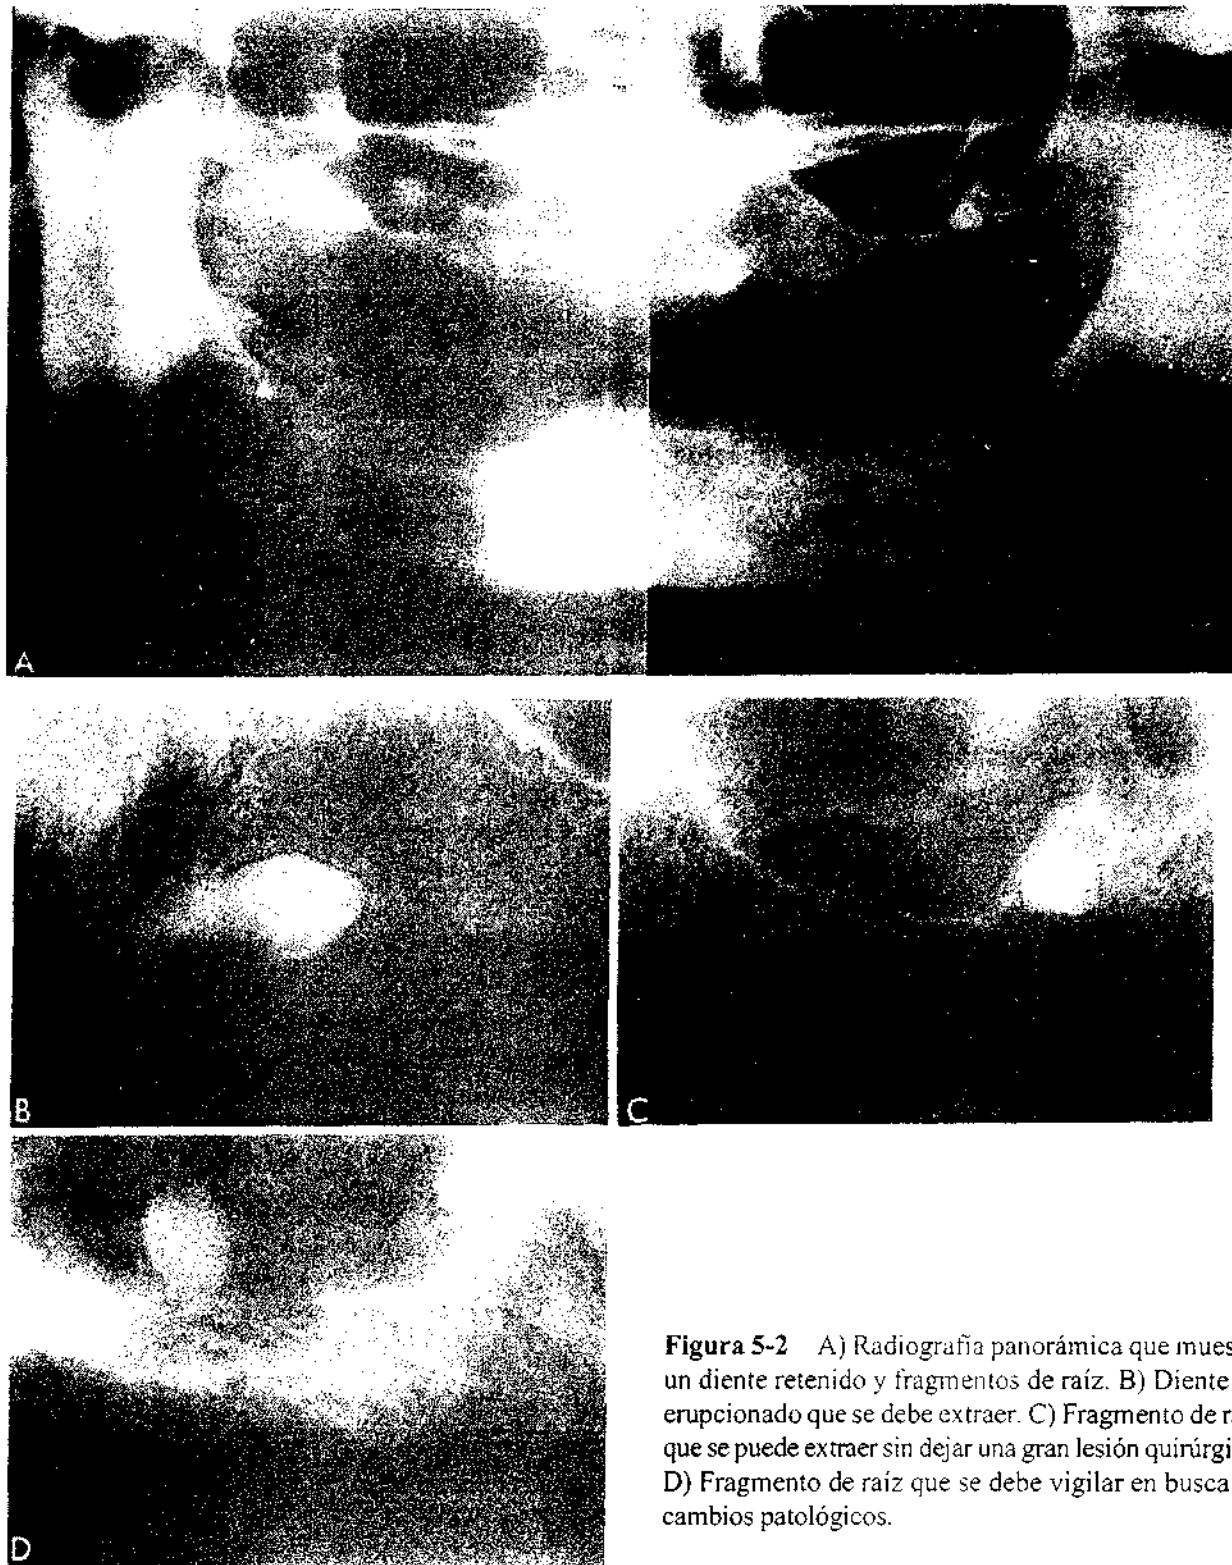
A) Radiografía panorámica que muestra un diente retenido y fragmentos de raíz. B) Diente no erupcionado que se debe extraer. C) Fragmento de raíz que se puede extraer sin dejar una gran lesión quirúrgica. D) Fragmento de raíz que se debe vigilar en busca de cambios patológicos.
